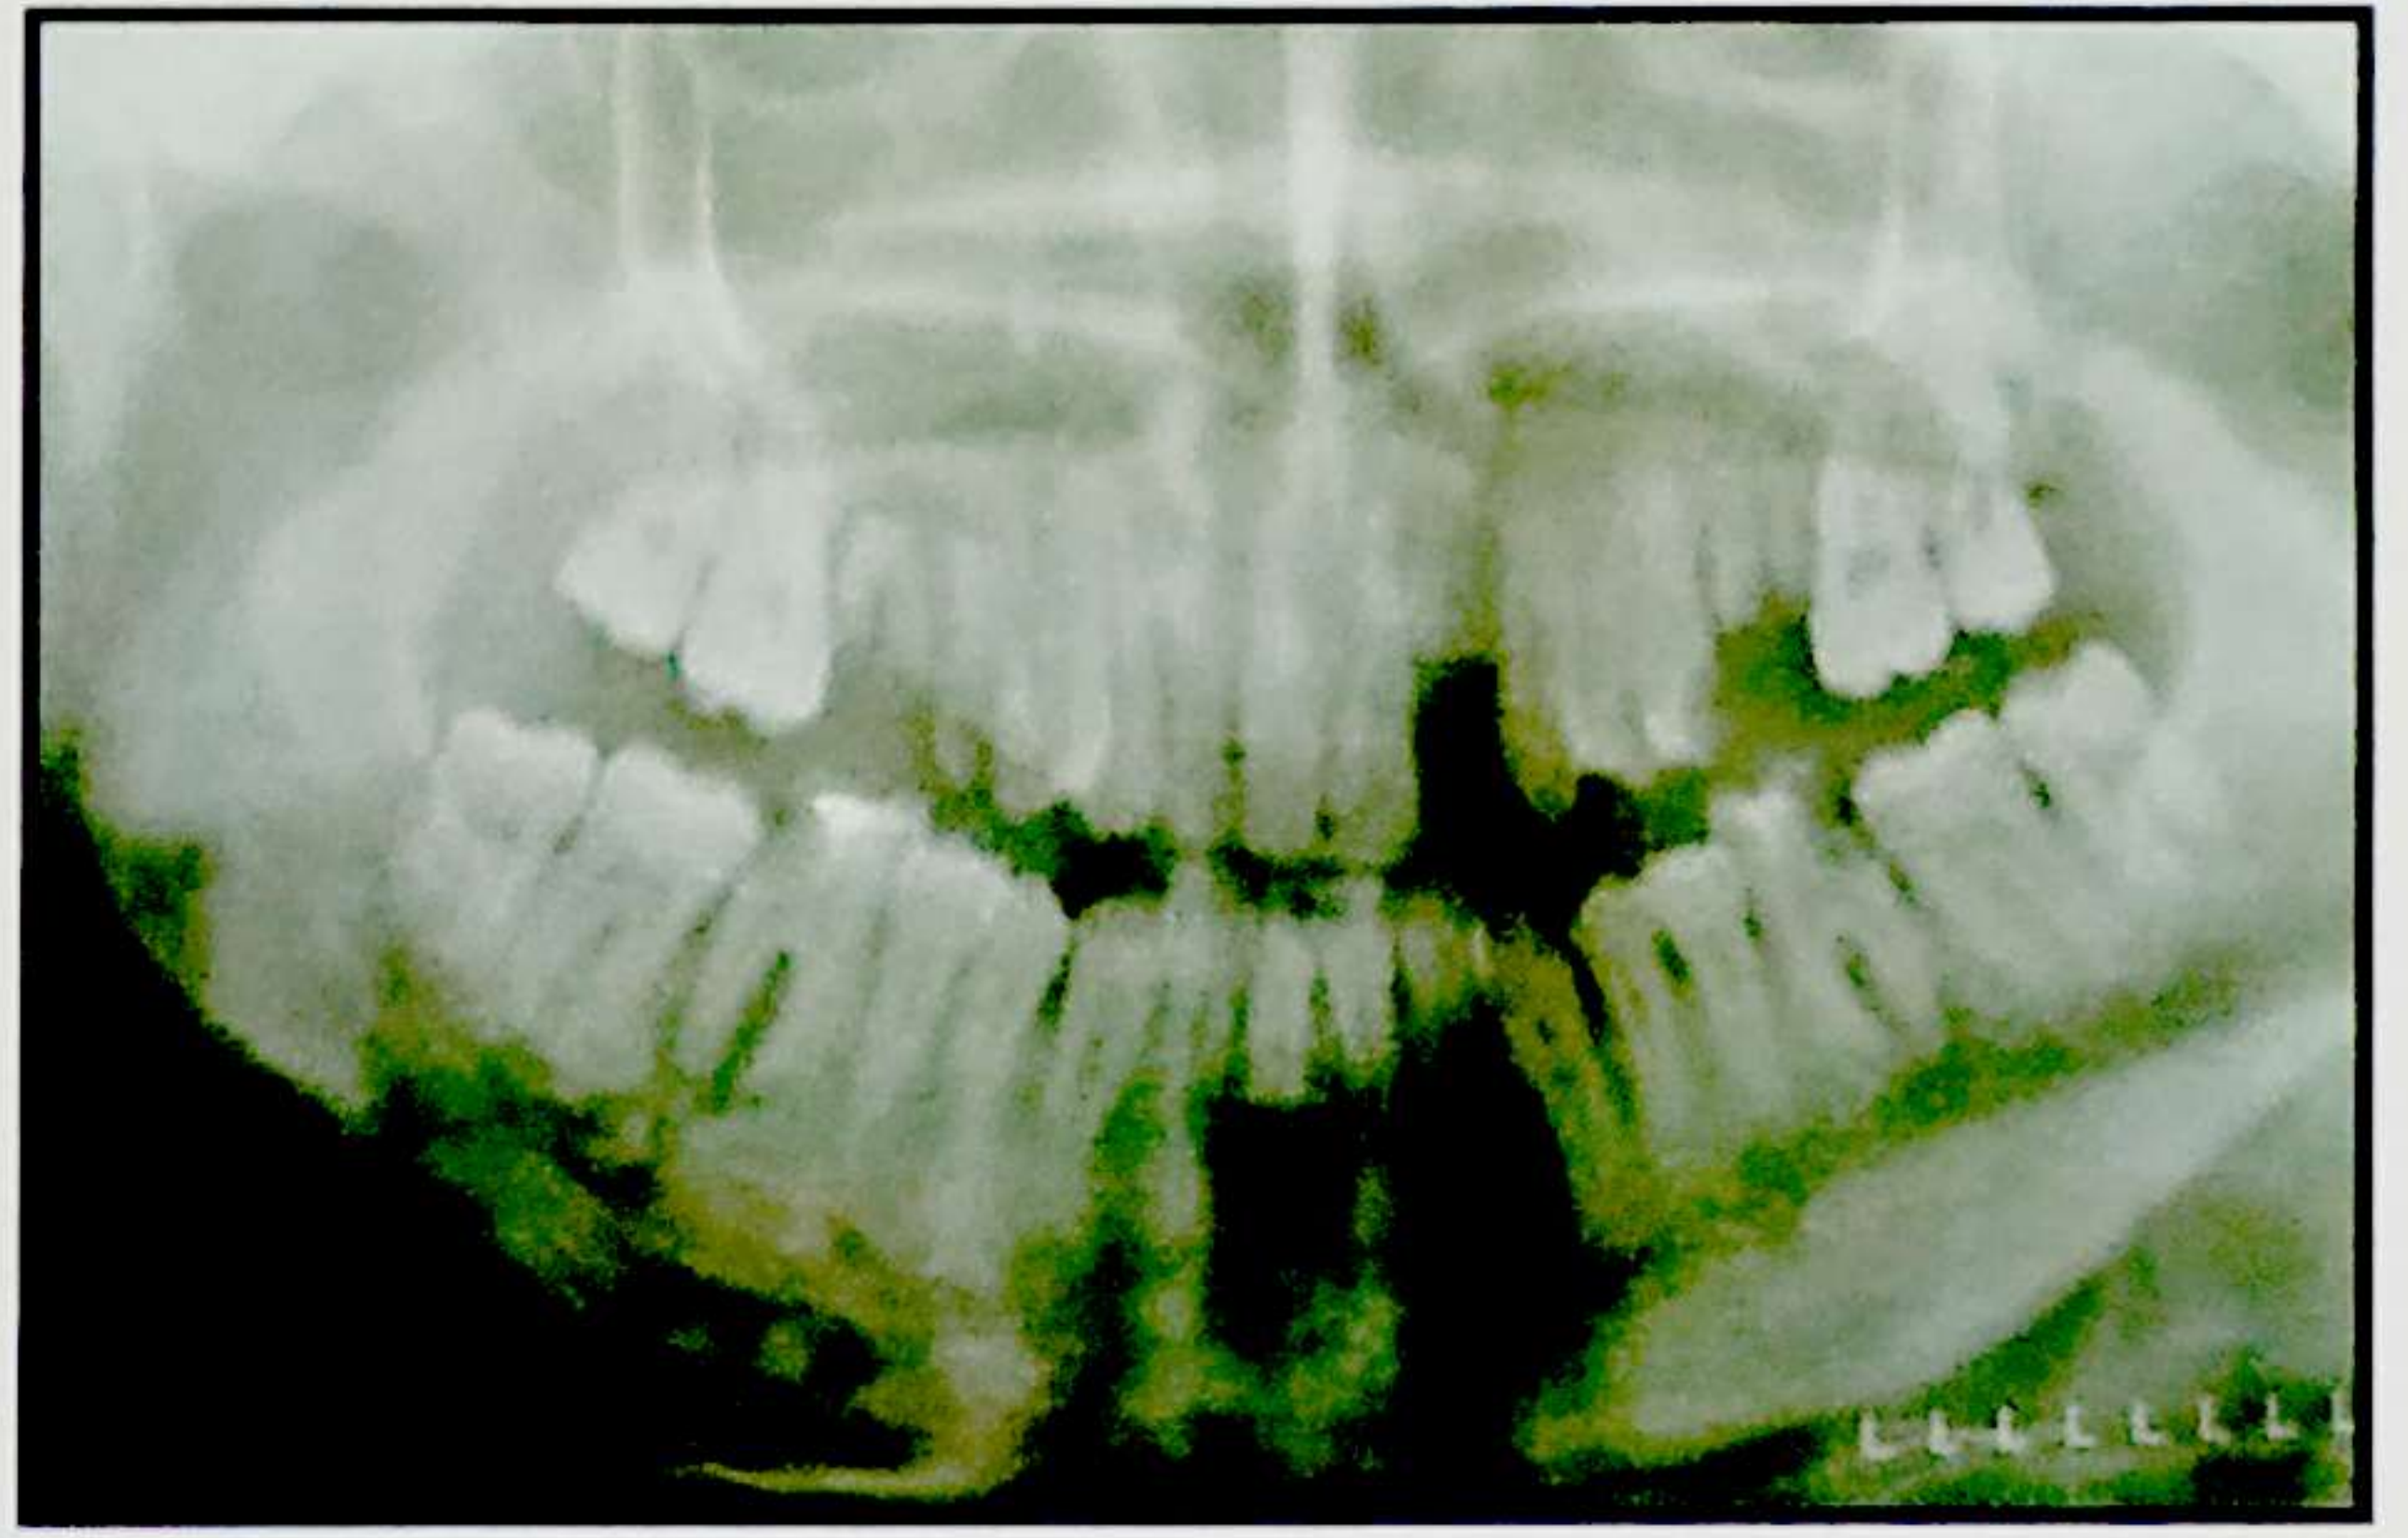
6. Osteomiелita acută- imagine radiografică panoramică
